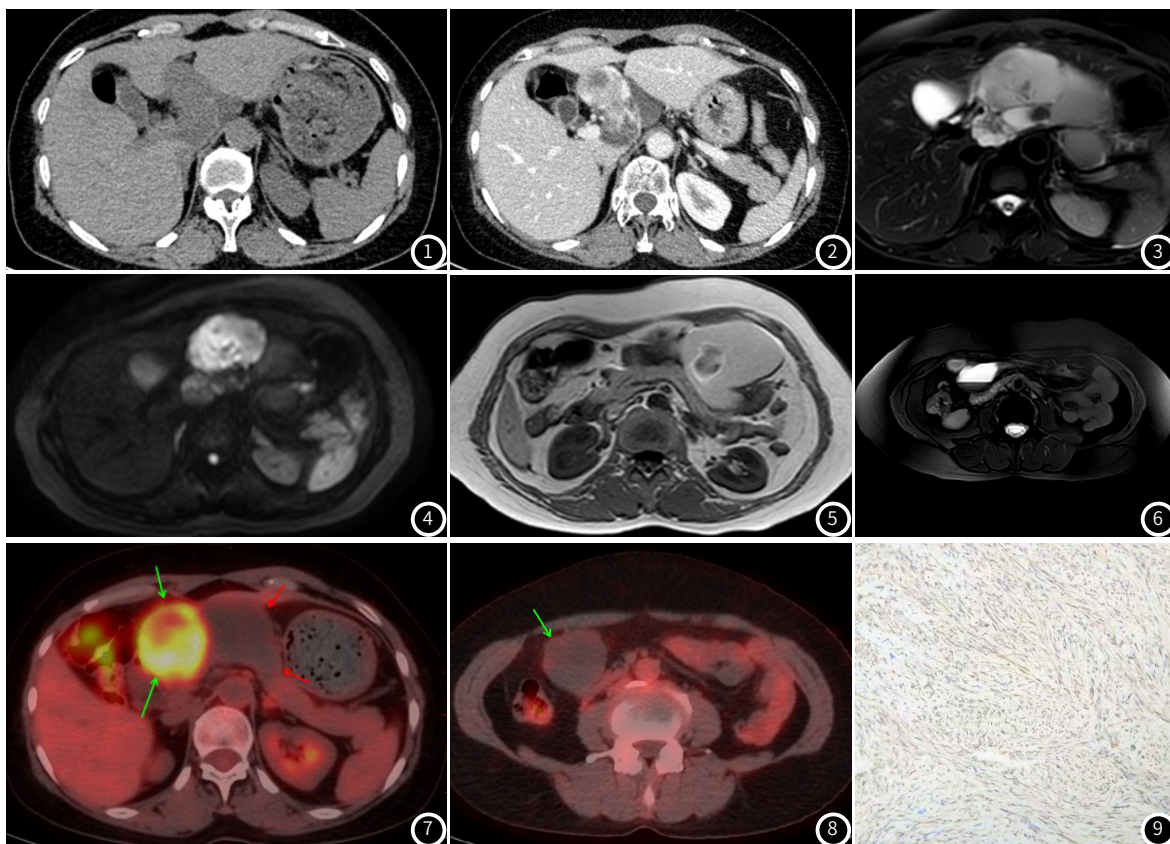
~2 腹部CT平扫及增强: 尾状叶-右上腹腔团片状肿块, 边界不清, 增强呈不均匀环形强化, 病灶周围见无强化影。
